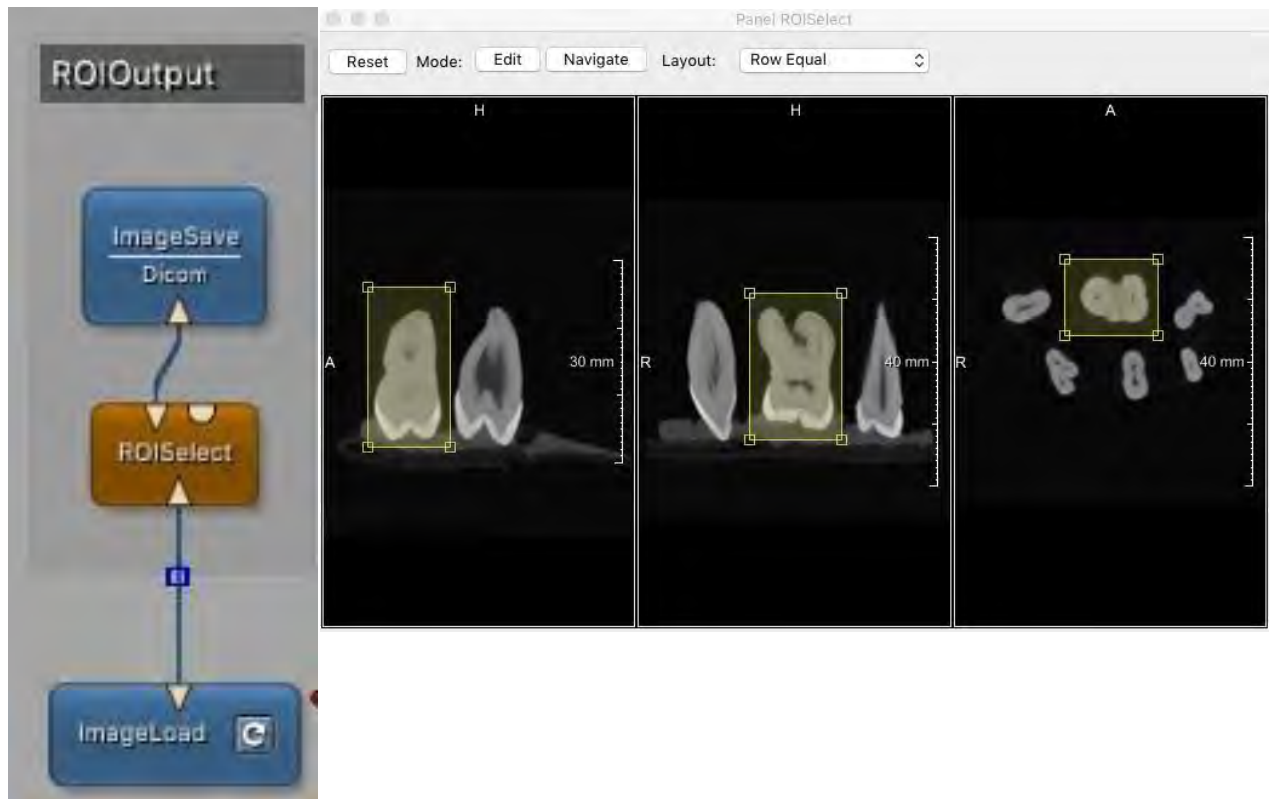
Protocole MeVisLab® d'isolation d'une dent sur le volume CBCT initial contenant 6 dents. (exemple d'une molaire)
